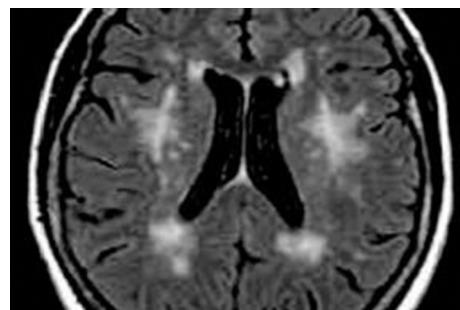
A État lacunaire : IRM cérébrale.
